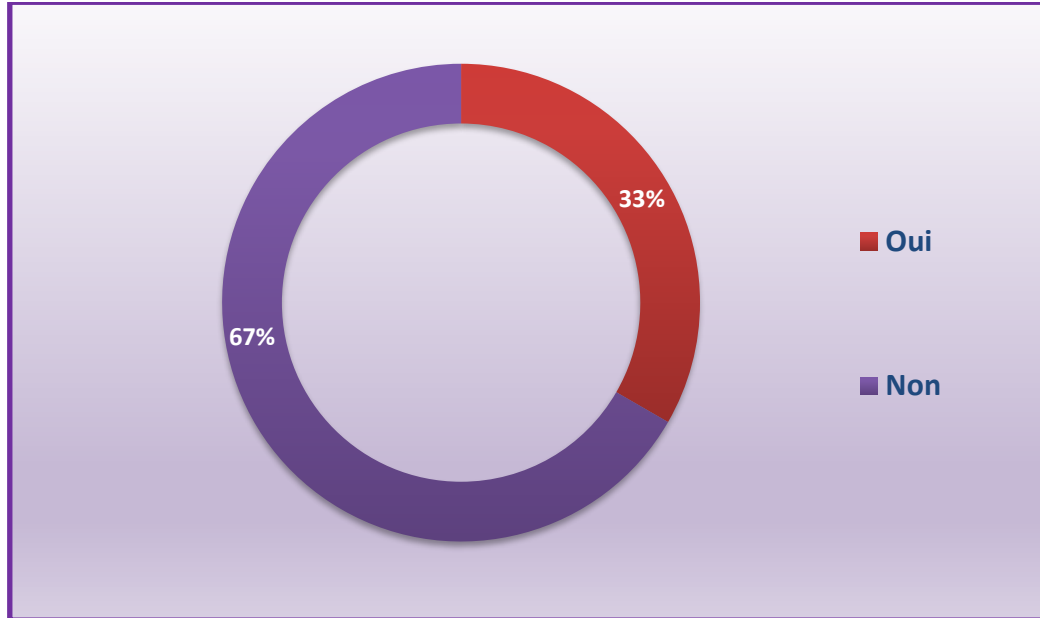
Le pourcentage de patients ayant réalisés une TDM.
